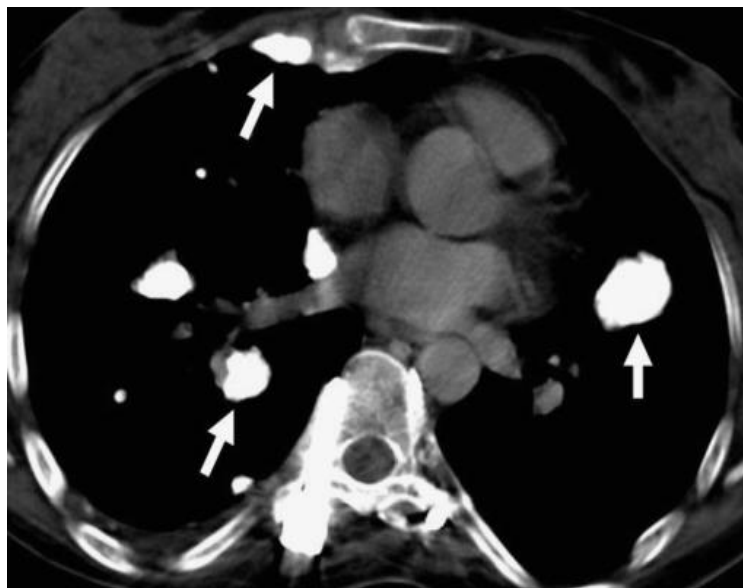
Tomografia computadorizada de tórax de paciente com osteossarcoma. Setas indicam os nódulos pulmonares metastáticos. Corte axial. (CEYLAN et al., 2010).
